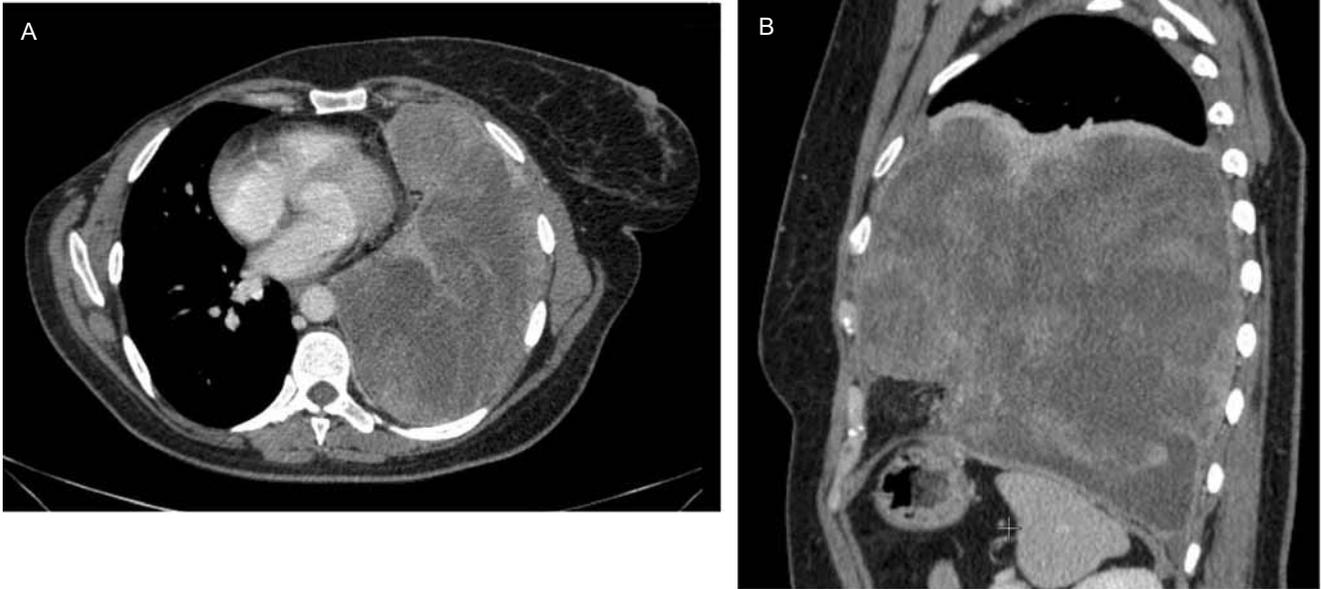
Компьютерная томография с болюсным контрастным усилением. Рак молочной железы. Метастатическое поражение плевры слева: А – аксиальная плоскость (венозная фаза; аксиальная проекция). Левая плевральная полость увеличена в объеме за счет жидкого содержимого и полостных образований с внутренним содержимым. Левое легкое компримировано, средостение смещено вправо. Правая молочная железа отсутствует. Плотность мягкотканых масс увеличилась до 90–100 ЕН (до проведения компьютерной томографии с динамическим контрастным усилением – 45–50 ЕН), что указывает на наличие патологического кровотока; В – реконструкция в сагиттальной проекции (венозная фаза). В левой плевральной полости на фоне плеврита определяются множественные разнокалиберные полостные образования и локализующиеся по листкам плевры мягкотканые массы
